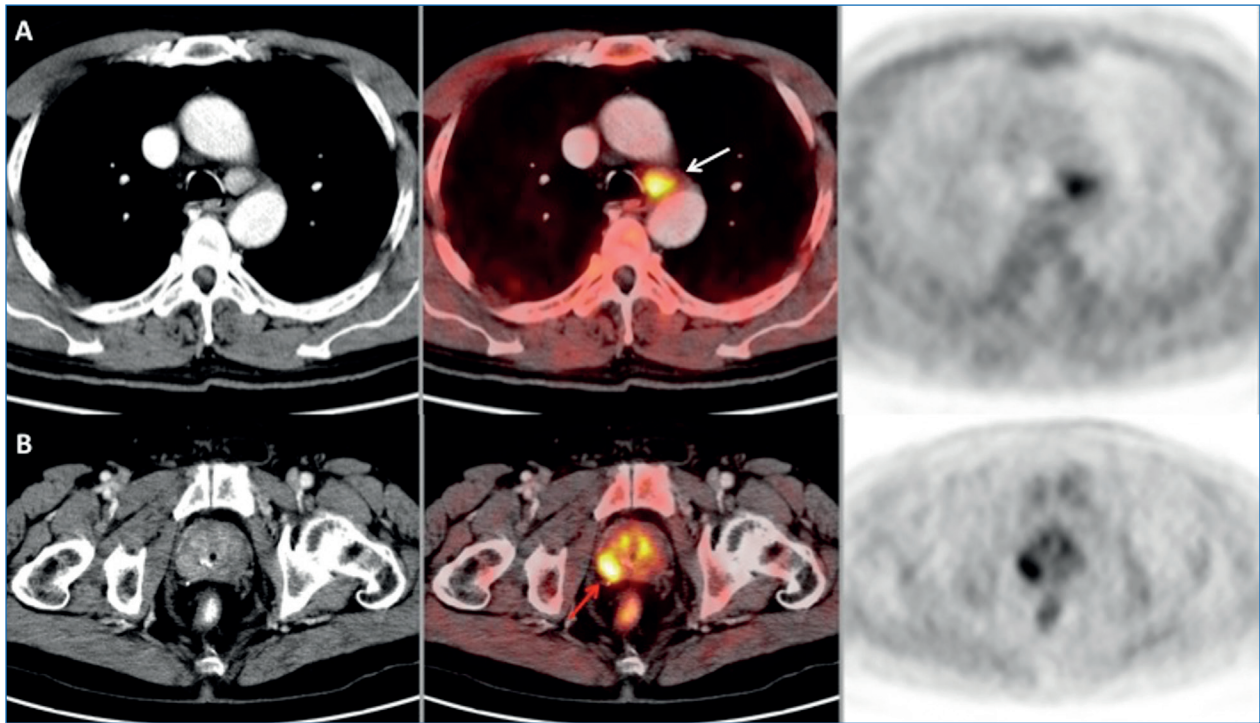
Paciente de 70 años con adenocarcinoma de próstata Gleason 7 (4 + 3) tratado con radioterapia con intención radical. En el seguimiento clínico se evidenció una recidiva bioquímica (PSA: 9,35 ng/ml). La PET-TC ^{18}F -colina mostró captación patológica en una lesión nodular en el lóbulo prostático derecho (B, flecha roja), compatible con enfermedad maligna, con confirmación de malignidad en la pieza quirúrgica. Se identificó, además, captación de colina en una adenopatía mediastínica paratraqueal izquierda (A, flecha blanca). La PAAF de la adenopatía mediastínica fue compatible con linfadenitis granulomatosa.
